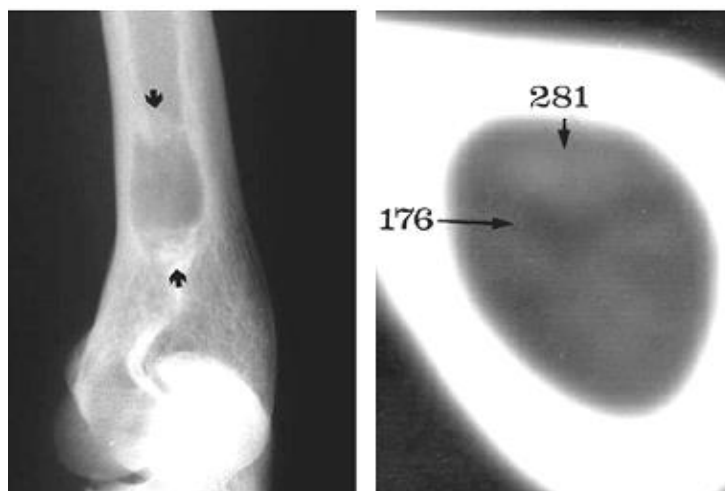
Енхондрома. Фрагмент рентгенограми в бічній проєкції плечової кістки та КТ у аксіальній площині – на рентгенограмі визначається кістковий дефект із чіткими, місцями нерівними контурами, що оточений вузькою зоною склерозу. Структура його неоднорідна, наймовірніше, за рахунок нижніх вапняних включень. При КТ з оцінюванням оптичної щільності вмісту вогнища ці припущення підтверджуються (за De Schepper A.M.).
